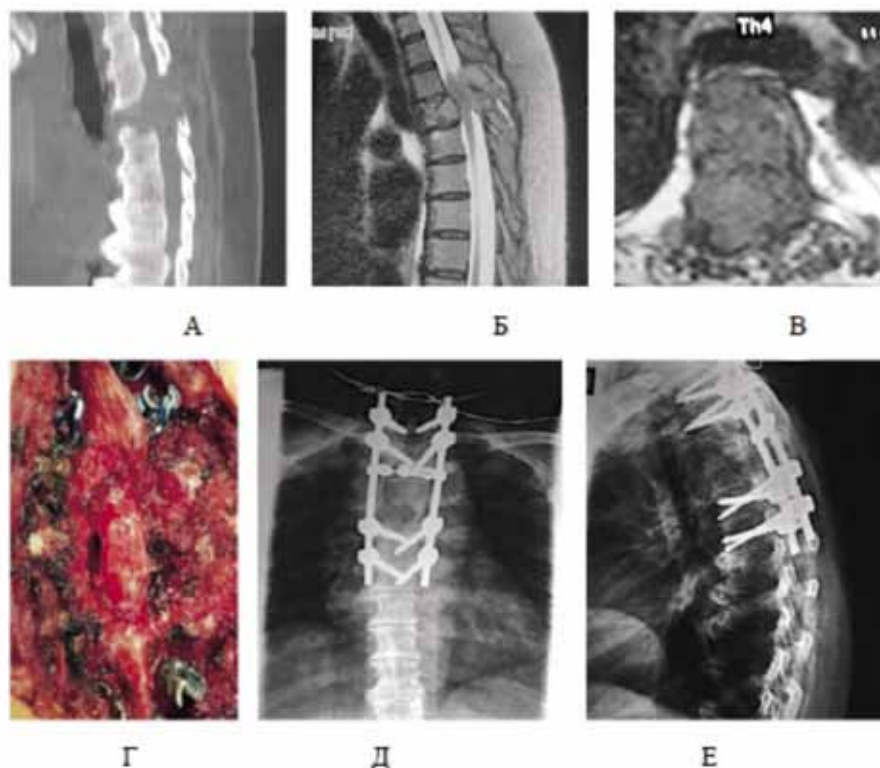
Пациентка М. 55 лет с МТС поражением Th3, Th4 на фоне почечно-клеточного рака и нижним парапарезом. По КТ литическое поражение ТП, по МРТ компрессия невралжных структур мягкотканым МТС. Выполнена транспедикулярная фиксация Th1, Th2-Th5, Th6, удаление задних структур позвоночника и резекция мягкотканного интраканального новообразования
